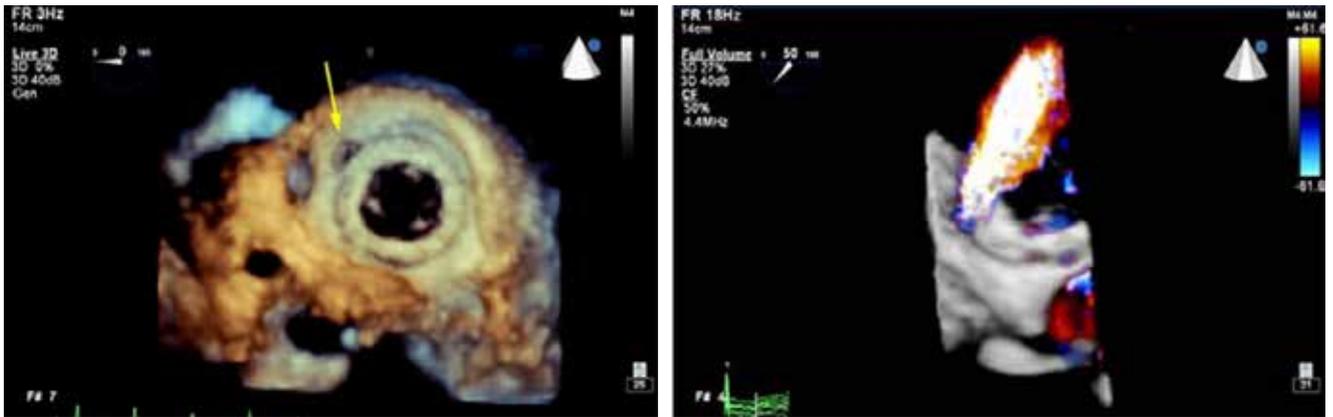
Izquierda, prótesis mitral biológica vista del atrio izquierdo. La flecha muestra el orificio por donde hay insuficiencia periprotética. Derecha, demostración de la insuficiencia periprotética con Doppler a colores tridimensional.
